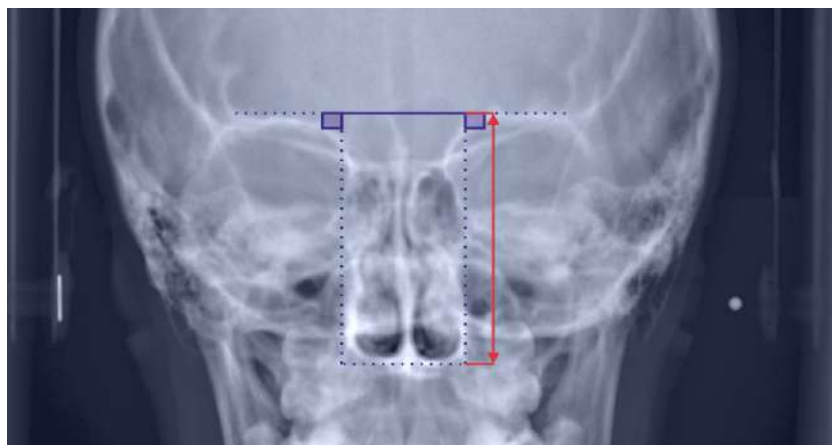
Teleradiografías de Frente. Altura nasal
